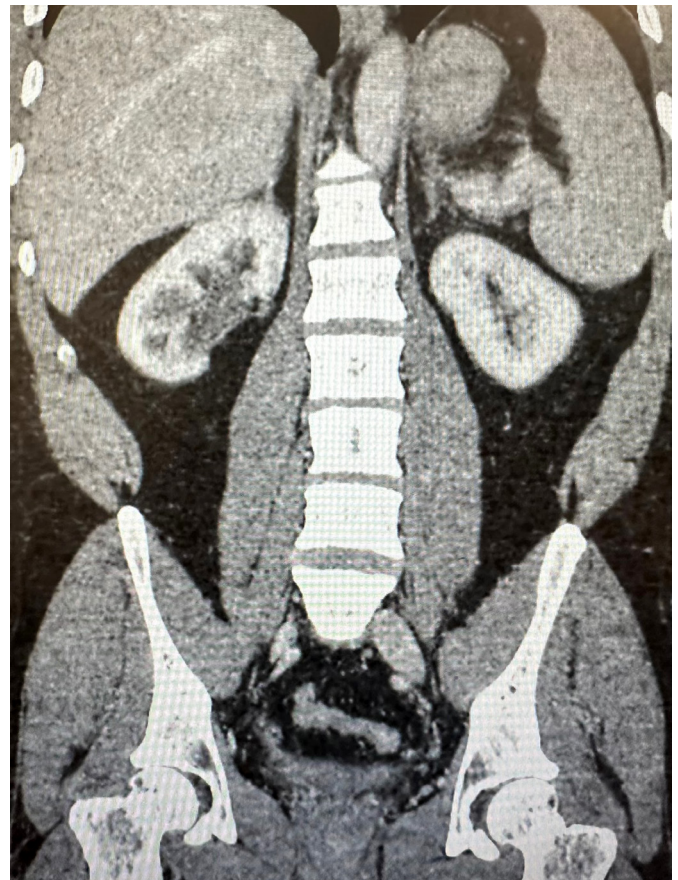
МСКТ во фронтальной проекции с контрастным усилением. Стойкая регрессия гидронефроза справа
